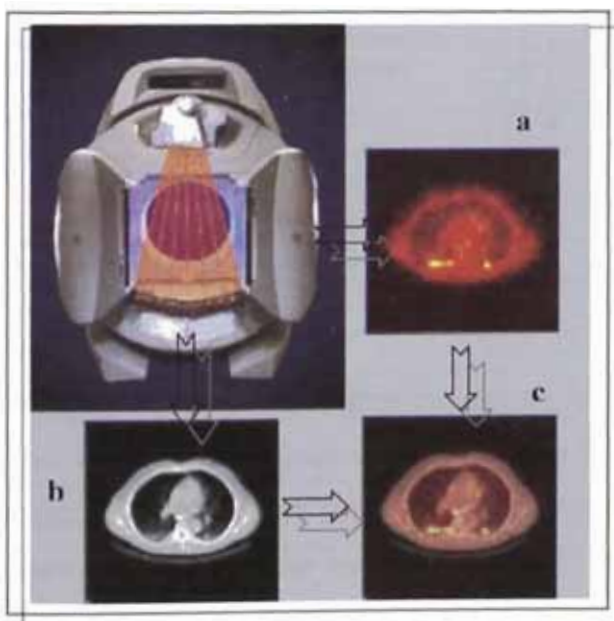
sistema PECT/TAC mostrando la generación de cortes transversales de emisión (a), mapa de transmisión (b) y la posibilidad de fusión entre ambos cortes para obtener la ubicación anatómica de las lesiones encontradas en las imágenes funcionales (emisión) (c)
